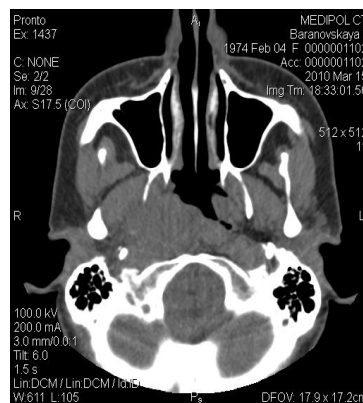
Компьютерная томограмма, выполненная в аксиальной плоскости, 6-ой В-ой, 36 лет, с лимфогранулематозным поражением носоглотки (лимфома Ходжкина)
